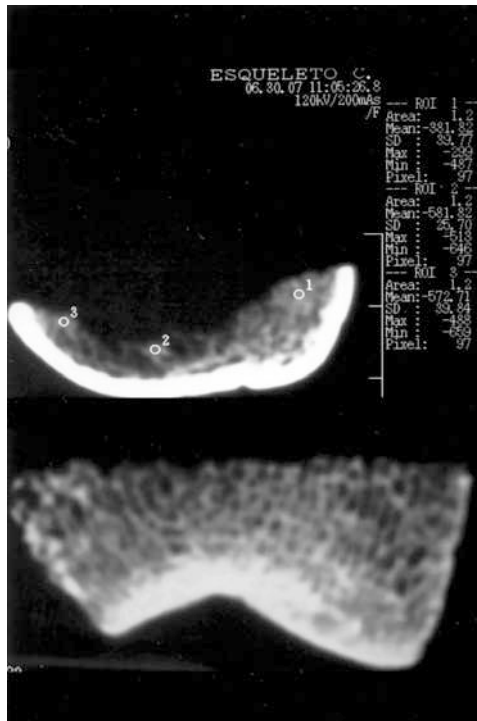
TAC, Hueso sin esclerosis. Obsérvanse los valores negativos de densidades promedio determinados por el contenido de aire.
